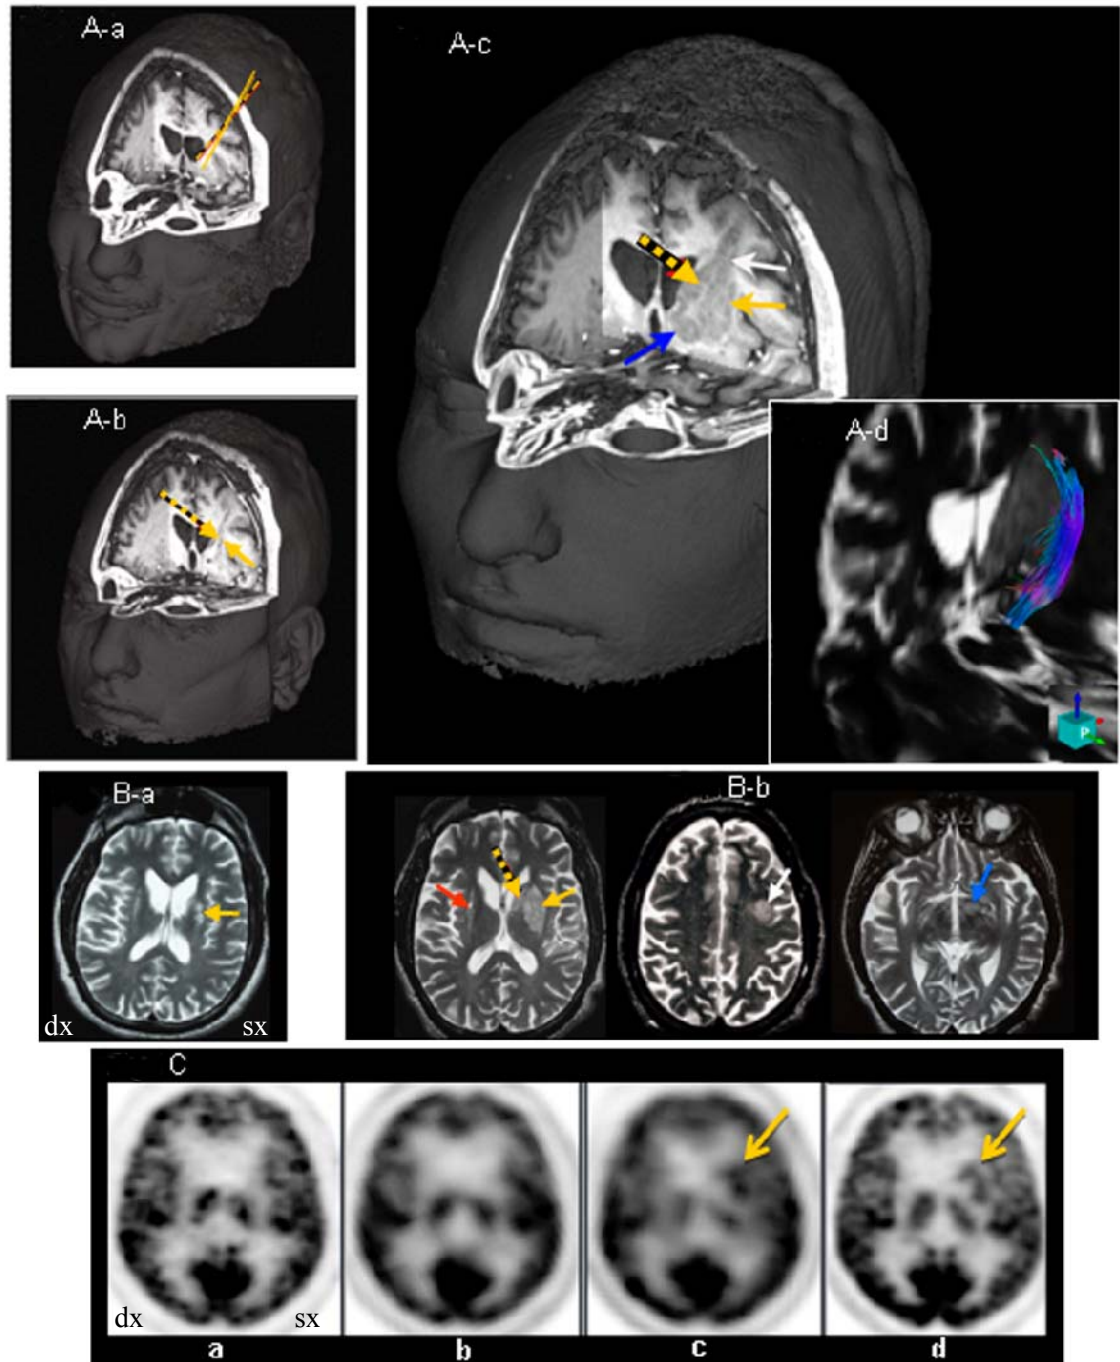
Imaging del paziente 1. A) Ricostruzione RMN 3D: a) pianificazione delle tracce stereotassiche prima dell'intervento, b) immagine ottenuta 6 giorni dopo l'intervento di sinistra, c) immagine ottenuta 22 mesi dopo l'intervento di sinistra, d) trattografia ottenuta 22 mesi dopo il trapianto di sinistra. B) Immagini RM T2: a) 6 giorni dopo il trapianto di sinistra, b) 24 mesi dopo il trapianto di destra e 22 dopo quello di sinistra. C) Immagini ^{18}F FDG-PET: a) prima dell'intervento, b) 4 mesi dopo l'intervento di sinistra, c) 10 mesi dopo il trapianto di sinistra, d) 16 mesi dopo il trapianto di sinistra.
